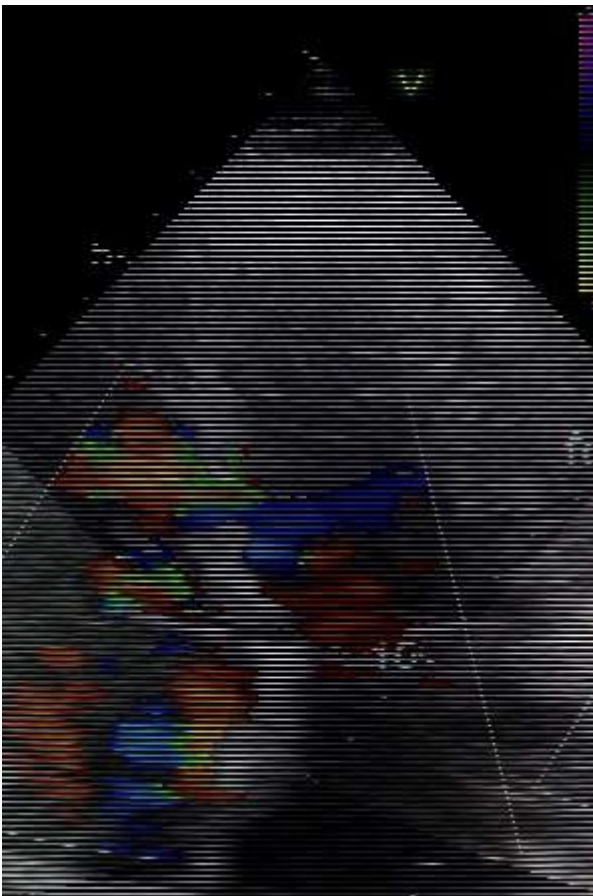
Doppler color en posición 4 cameras con el shunt izquierda-derecha.
